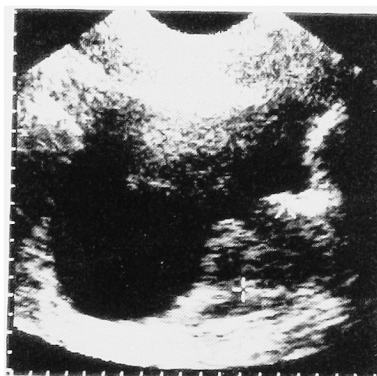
Preoperative transabdominal ultrasonography (3MHz): longitudinal image.
